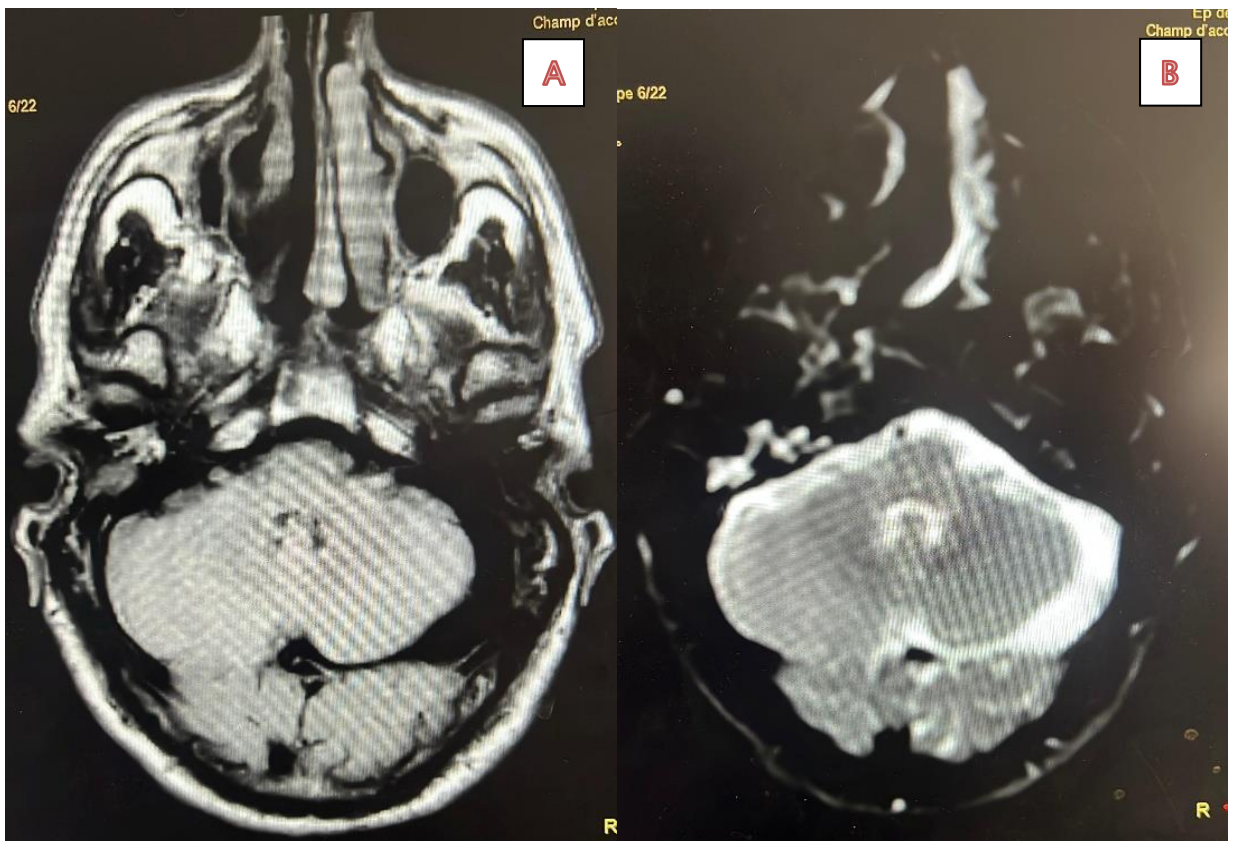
IRM en coupe axiale objectivant une anomalie du signal du rocher droit en hypersignal FLAIR (A) et hypersignal diffusion (B) évoquant une OMC d'allure cholestéatomateuse.
